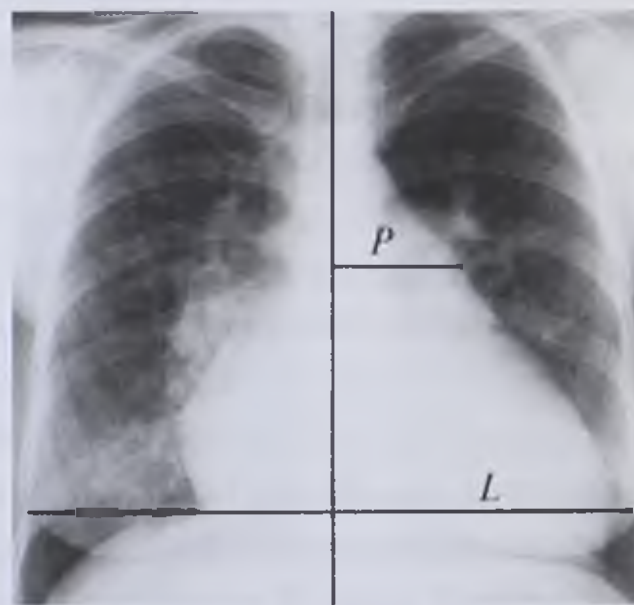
Рентгенограмма в прямой проекции с обозначением измерения для определения степени расширения легочной артерии: *L* — половина поперечного базального размера грудной клетки; *P* — расстояние от срединной линии до наиболее отстоящей точки контура легочной артерии
